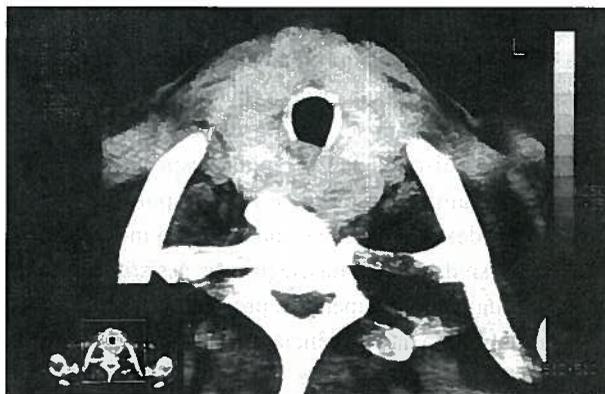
TAC torácica - planos a nível do opérculo torácico, mostrando aumento de volume da tiroideia e fácil identificação das paratiroideias.
